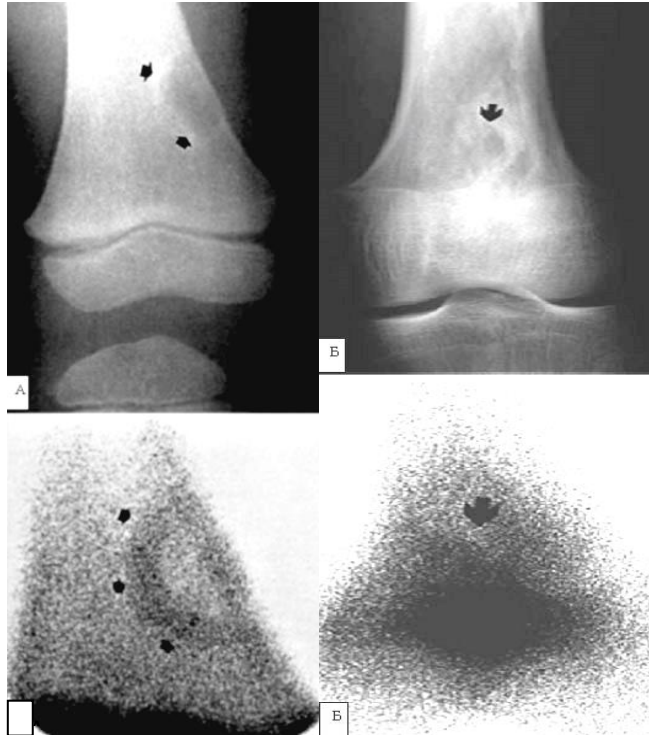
ОПМІМ і абсцес Броді. Рентгенограми стегнової кістки в прямій проекції й ОСГ. До диференціальної діагностики – А – ОПМІМ в місці прикріплення великого привідного м'яза стегна – РФП (99mTc) слабо накопичується по периферії вогнища. Б – абсцес Броді – виражена зона склерозу по периферії деструктивного вогнища й активне накопичення РФП (99mTc) у ньому (по Bank Y.-W.)
